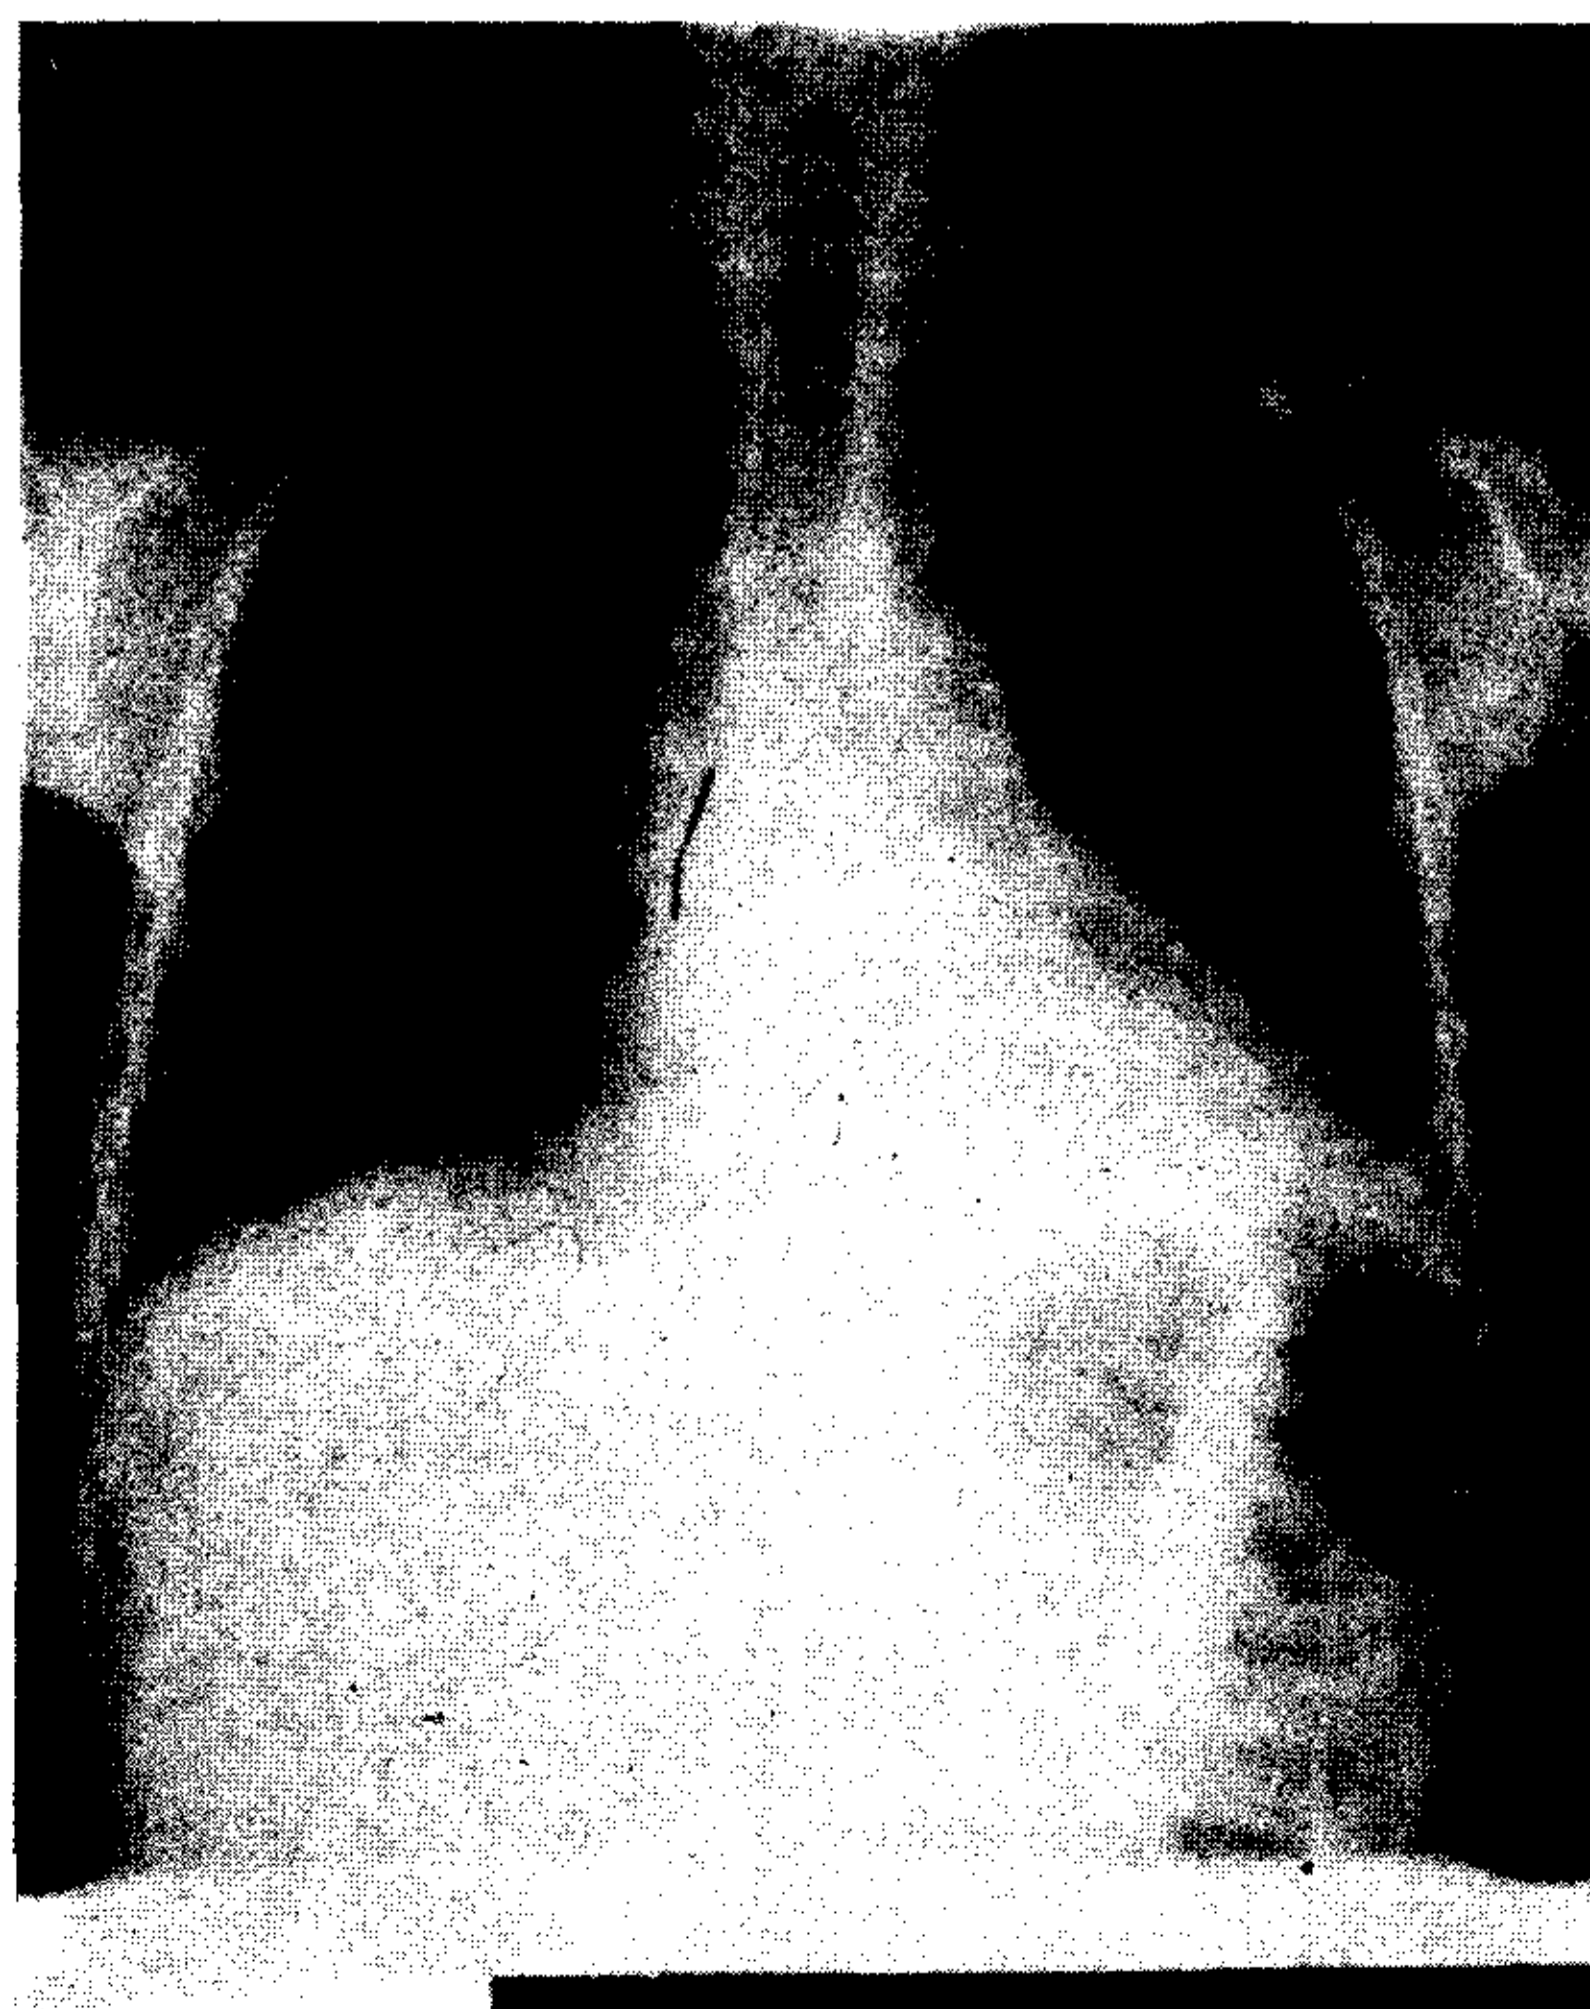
Telerradiografía TA postoperatorio.
